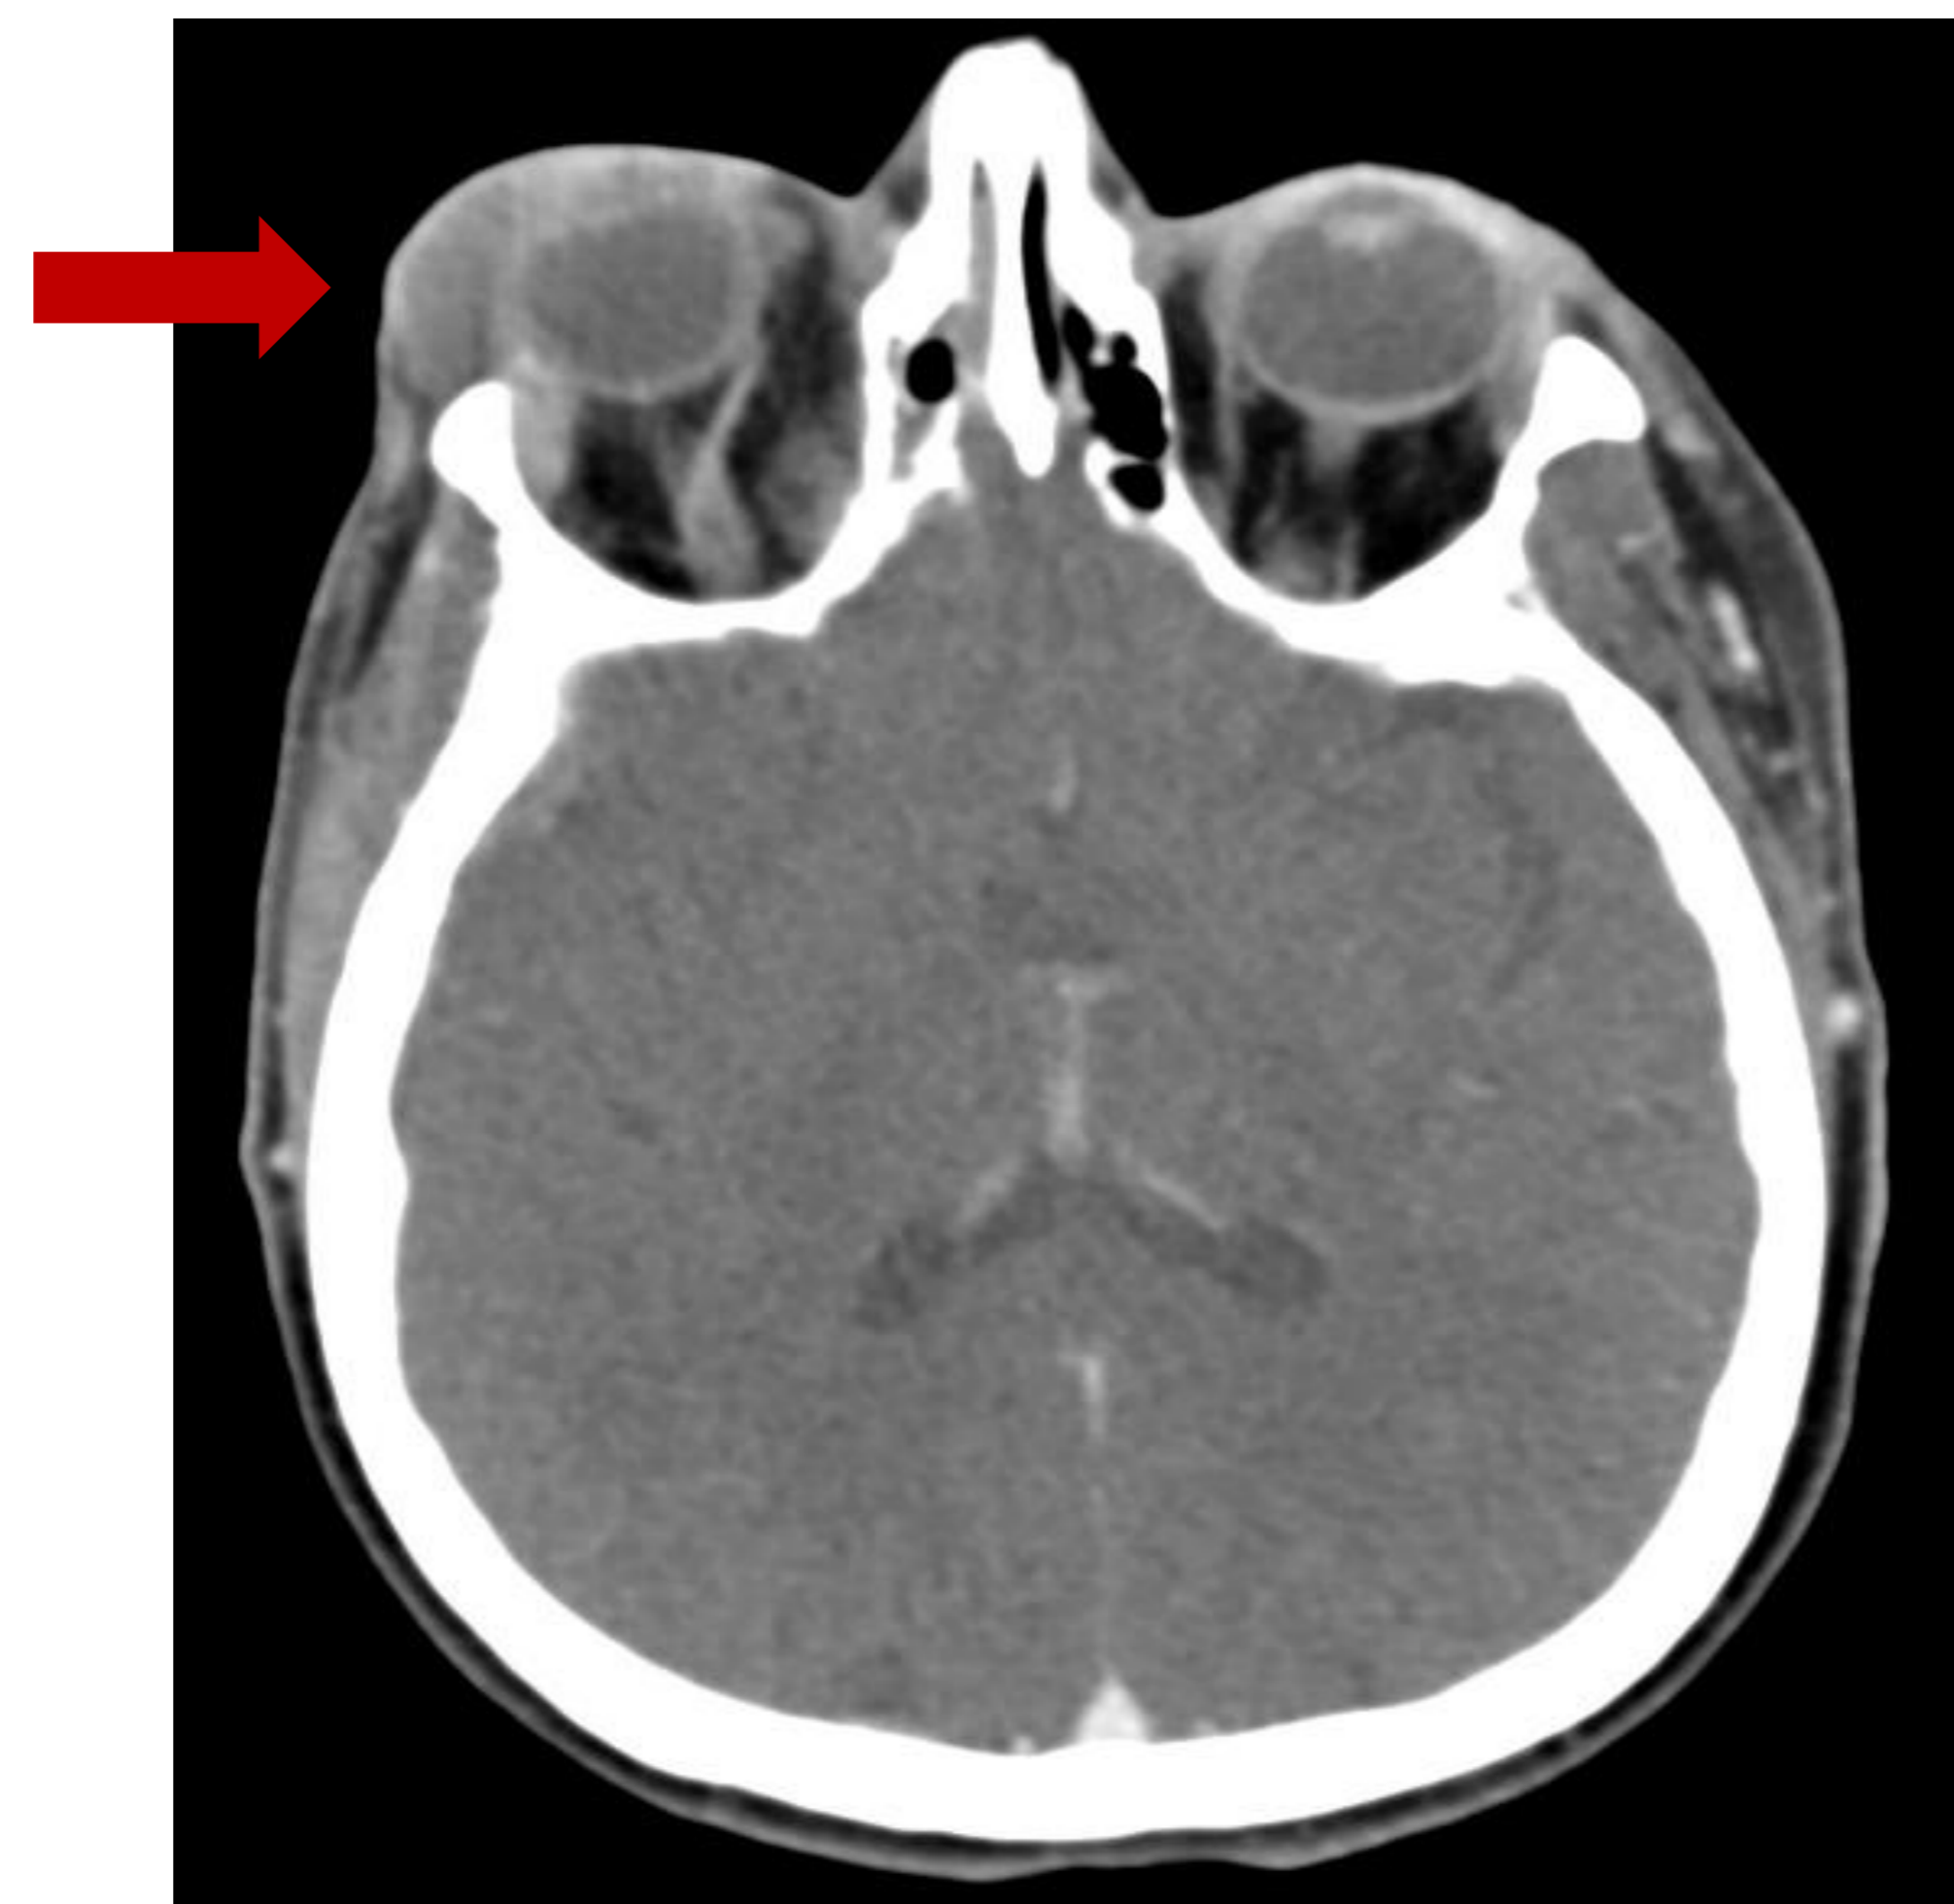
Paciente femenina de 51 años que hace un día fue intervenida de CENS (cirugía endoscópica nasosinusal), posteriormente presenta dolor incoercible, por este motivo solicitan TC de cráneo.
